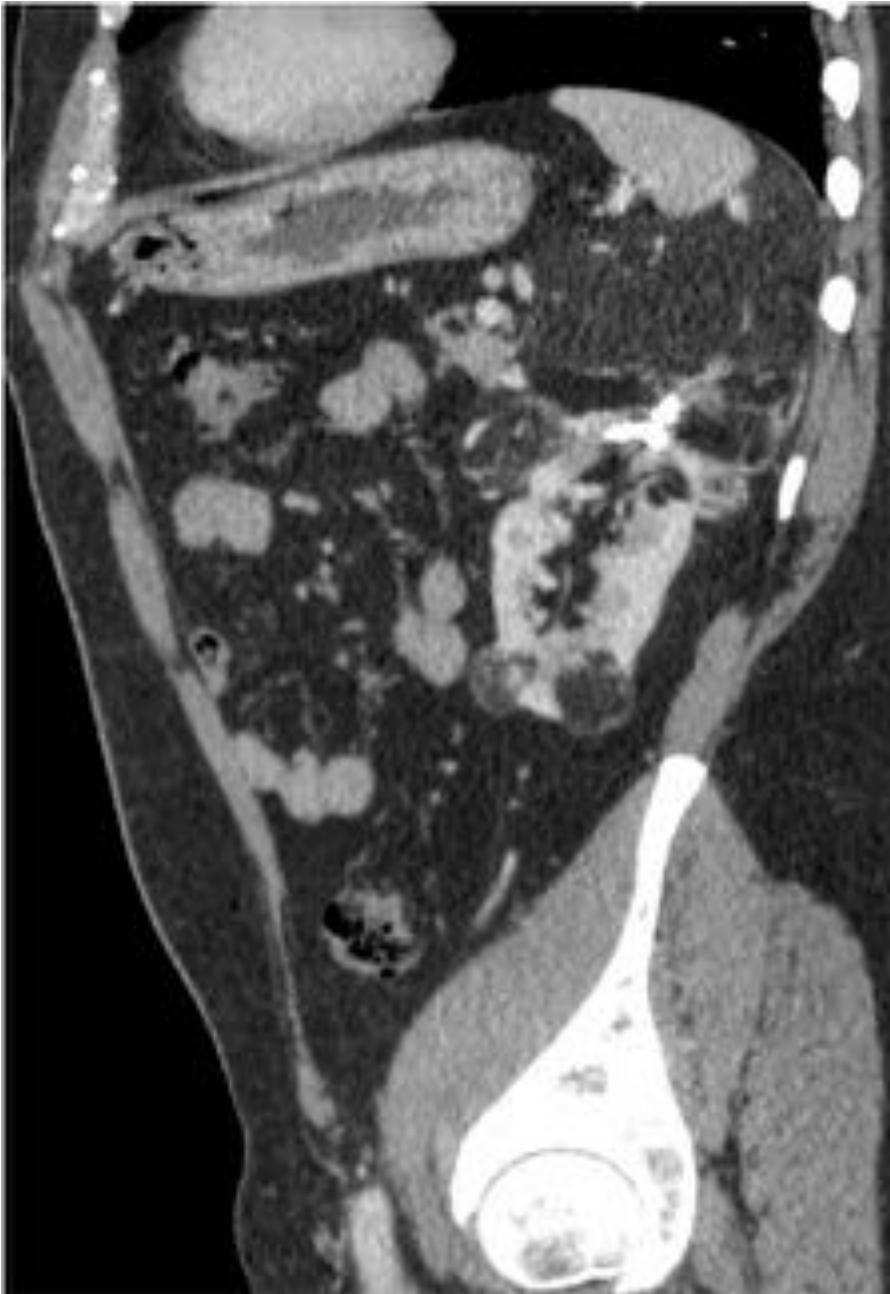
TC abdominal con reconstrucción sagital. Embolización de un angiomiolipoma de gran tamaño en el polo superior del riñón izquierdo con agente líquido
